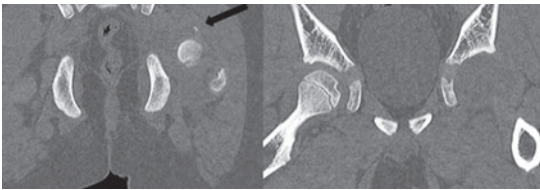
前医での CT 検査像における小骨片 (矢印)
